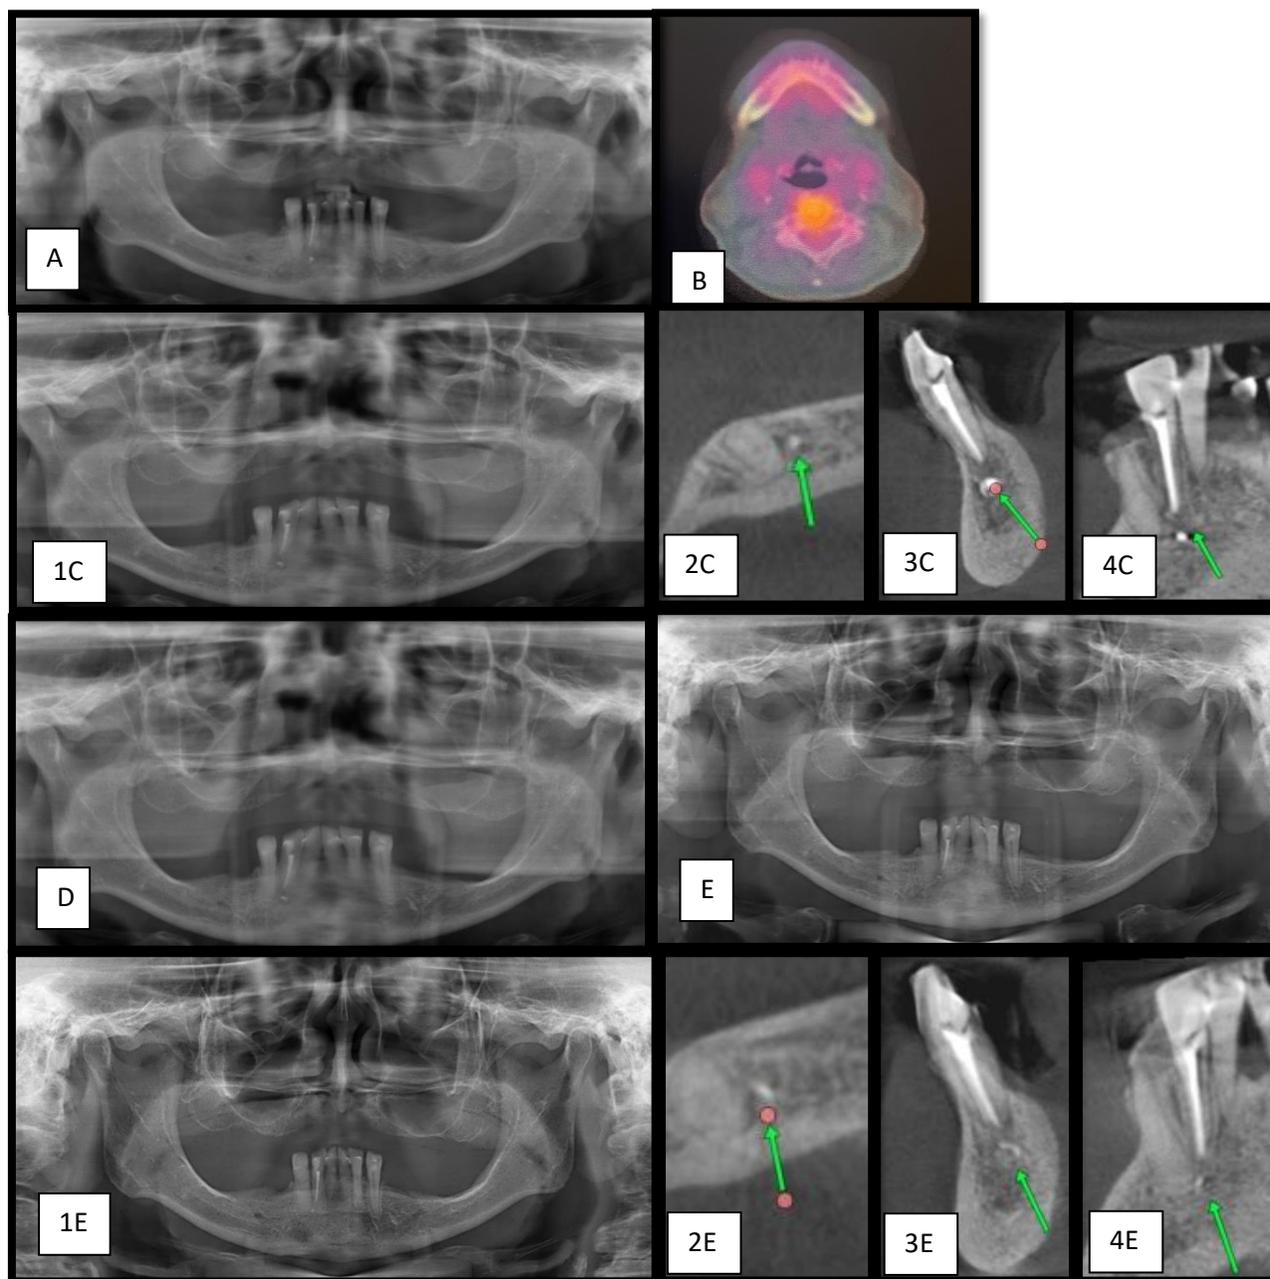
A: RxP pós endodontia em 19/04/2018; B: PET/CT após endodontia em 18/07/2018; 1C,2C,3C e 4C: RxP e TCFC em 25/10/2018; D: RxP em 11/04/2019; E: RxP em 16/08/2022; 1E, 2E, 3E e 4E: RxP e TCFC em 25/06/2024.
